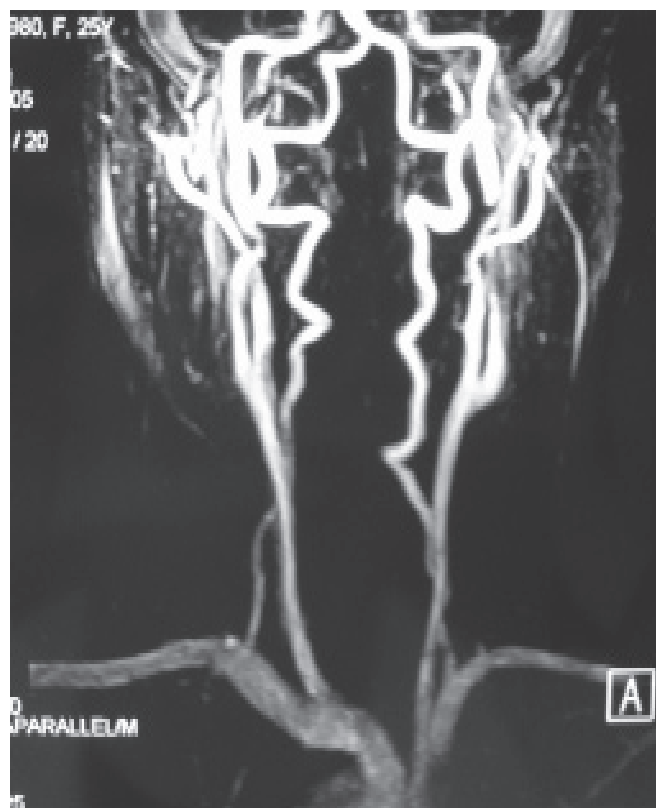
Angio-RM dos vasos cervicais.
